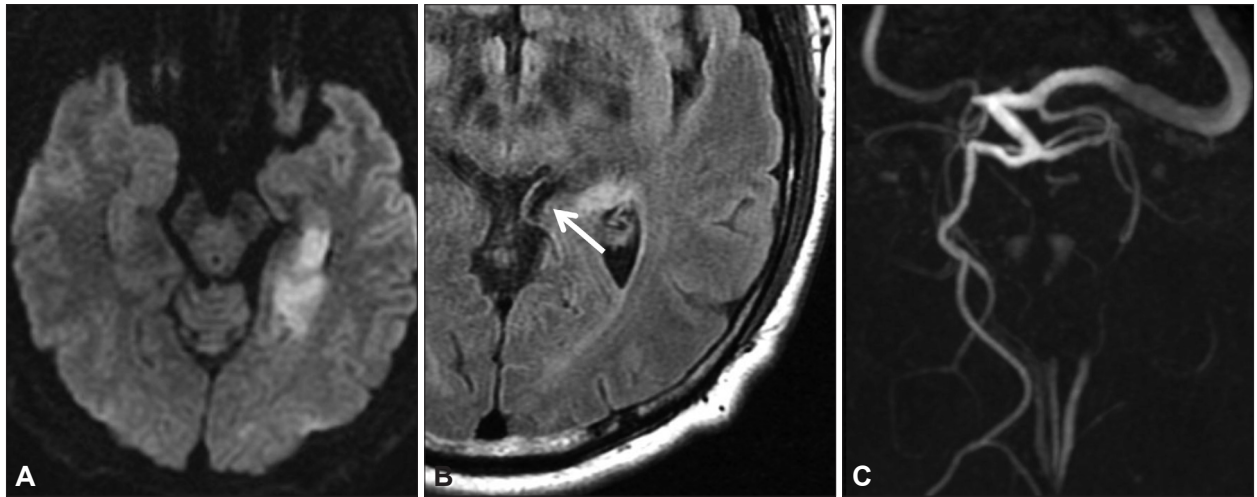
Brain MRI and MRA of the patients. A: Diffusion weighted MRI shows high signal intensity lesion in the left hippocampus, parahippocampal gyrus, and fusiform gyrus. B: FLAIR MRI shows hyperintense vessel (arrow) along the course of posterior cerebral artery. C: MRA shows left proximal posterior cerebral artery occlusion. FLAIR: fluid-attenuated inversion recovery, MRA: magnetic resonance angiography.
